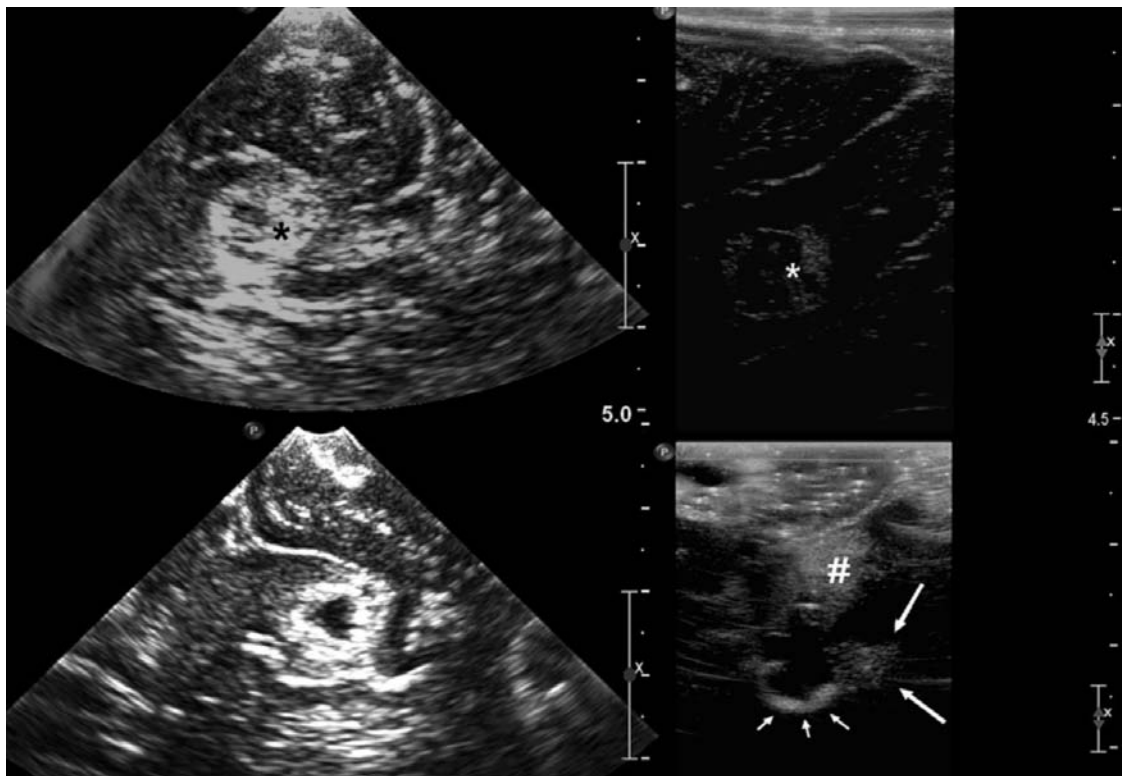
Rangée supérieure : images échographiques (US) d'une petite métastase (*) profondément enfoncée après l'ouverture durale avant la résection. A gauche : US à 7 MHz ; à droite : US à haute résolution de 15 MHz.
